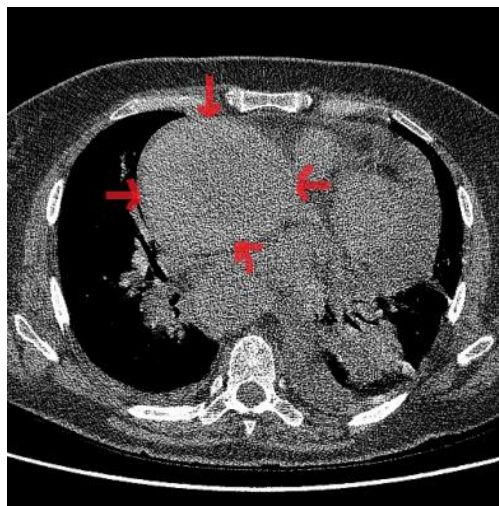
Tomografía torácica simple plano axial donde se muestra tumoración que comprime parte de la aurícula izquierda y aurícula derecha.
